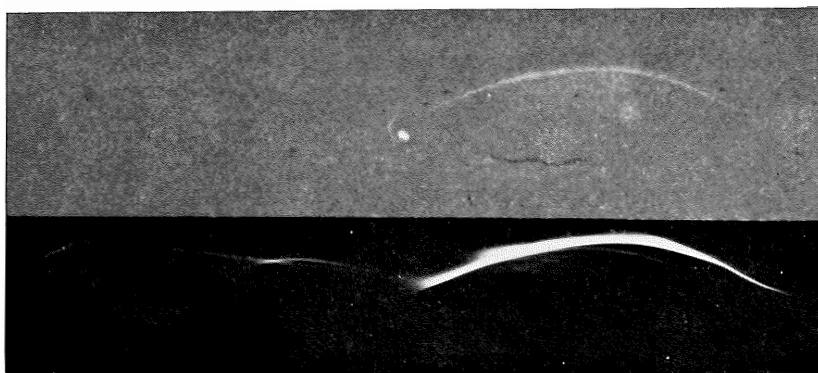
Immunoelectrophoresis autoradiography of a culture medium of a liver biopsy. No synthesis of immunoglobulins appeared to exist. An albumin line is clearly visible.
